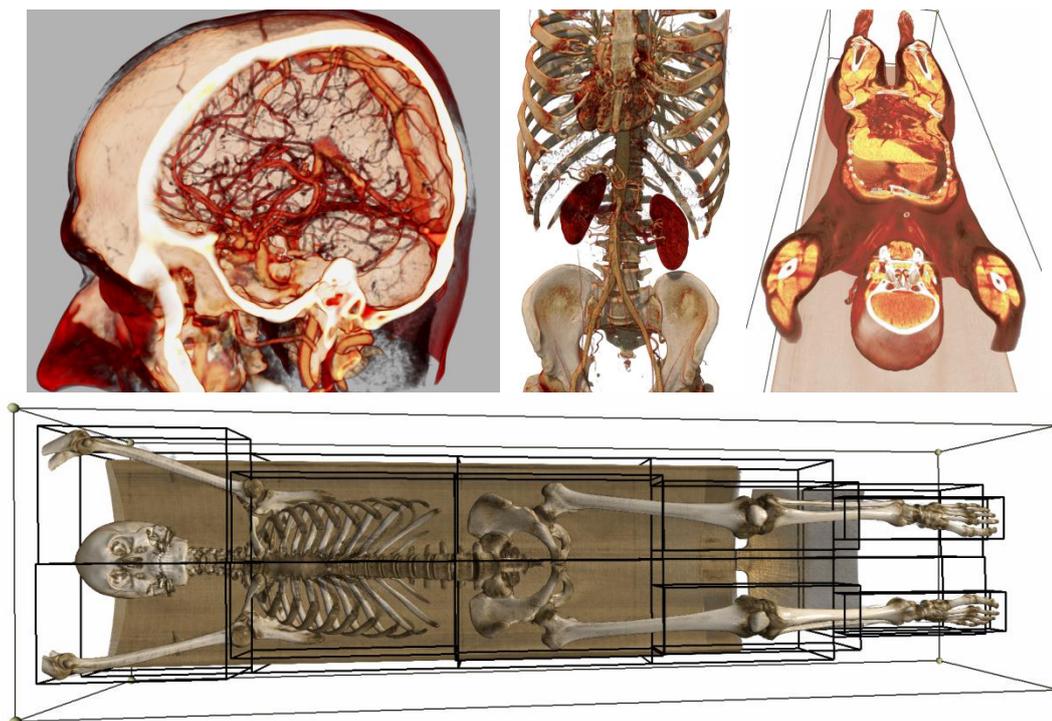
Примеры трёхмерной реконструкции томограмм через «3D-визуализатор томограмм»
